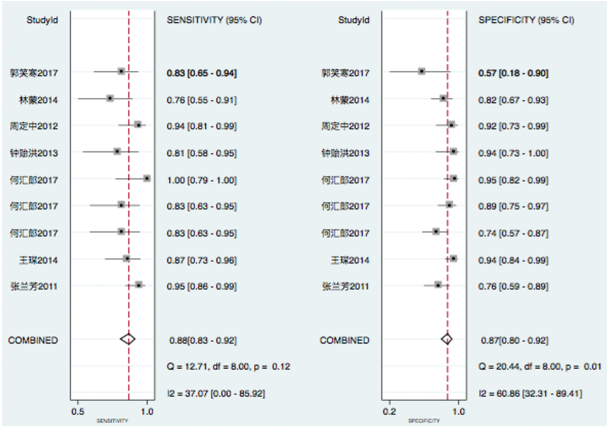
DWI 诊断鼻咽癌残留/复发的敏感度和特异度的 Meta 分析图
